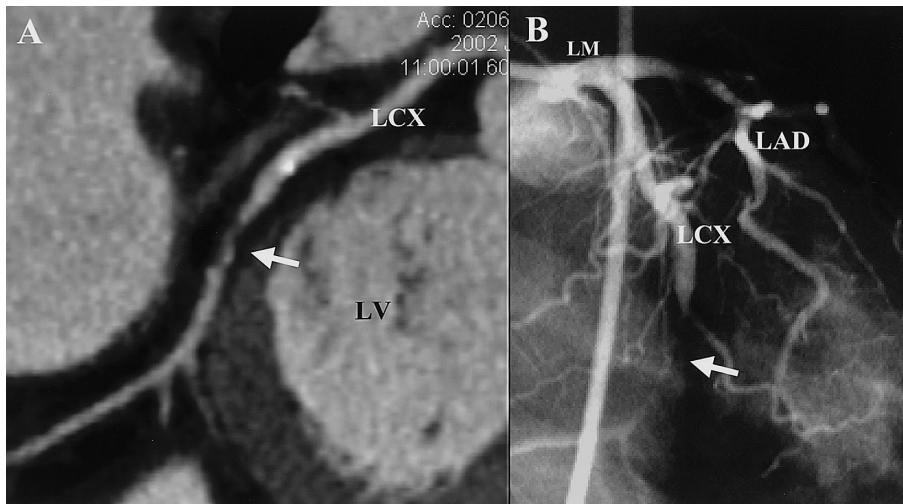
Curved multi-planar reformation multislice computed tomography scan (A) and coronary angiogram (B) of a stenotic lesion in the left circumflex coronary artery
